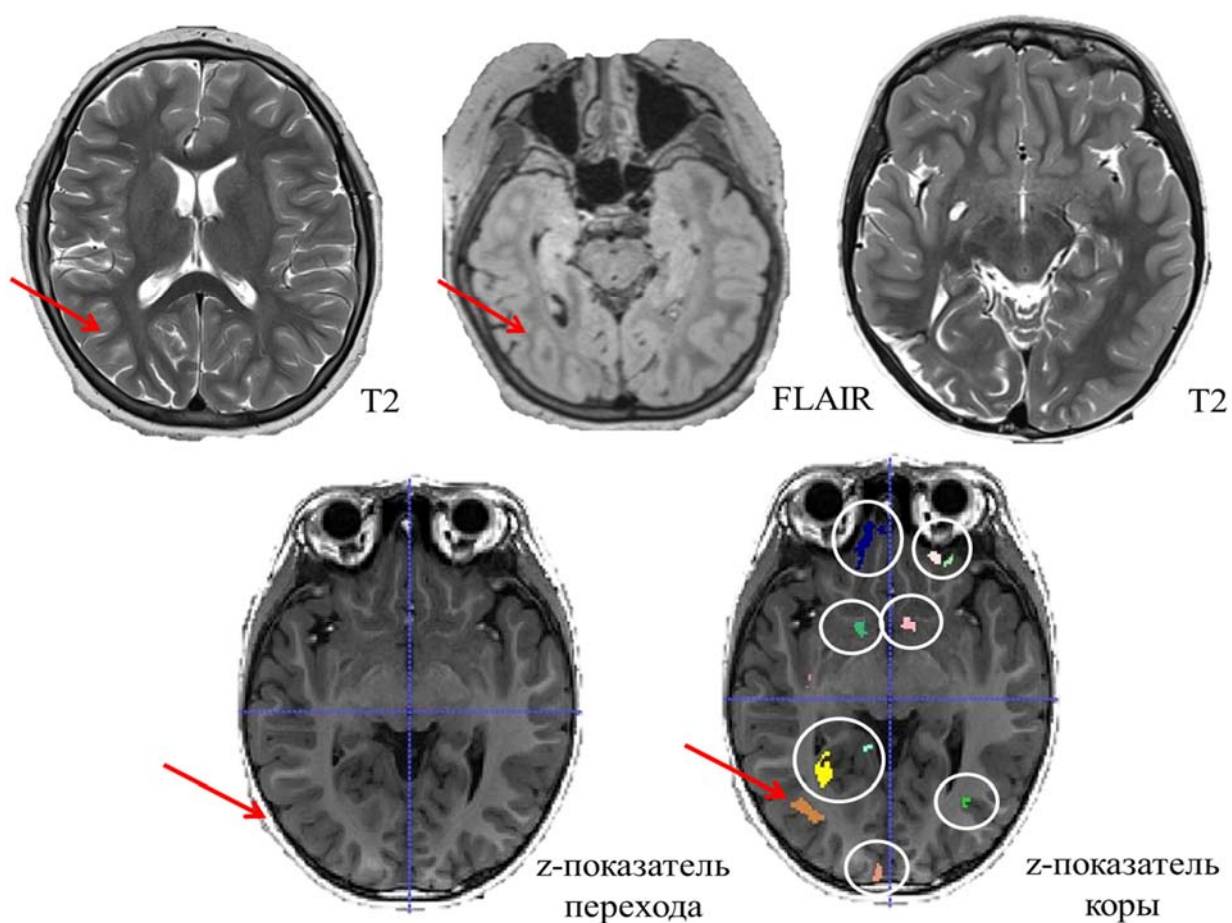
МРТ пациента с ФКД правой височно-затылочной области. На структурных МРТ четких изменений характерных для ФКД не было выявлено. z-карты толщины коры демонстрируют аномально яркую зону (красные стрелки), совпадающие с зоной резекции. z-карты нарушения границы перехода серого и белого вещества не дали никаких результатов. В белых кругах обозначены условно ложноположительные зоны
